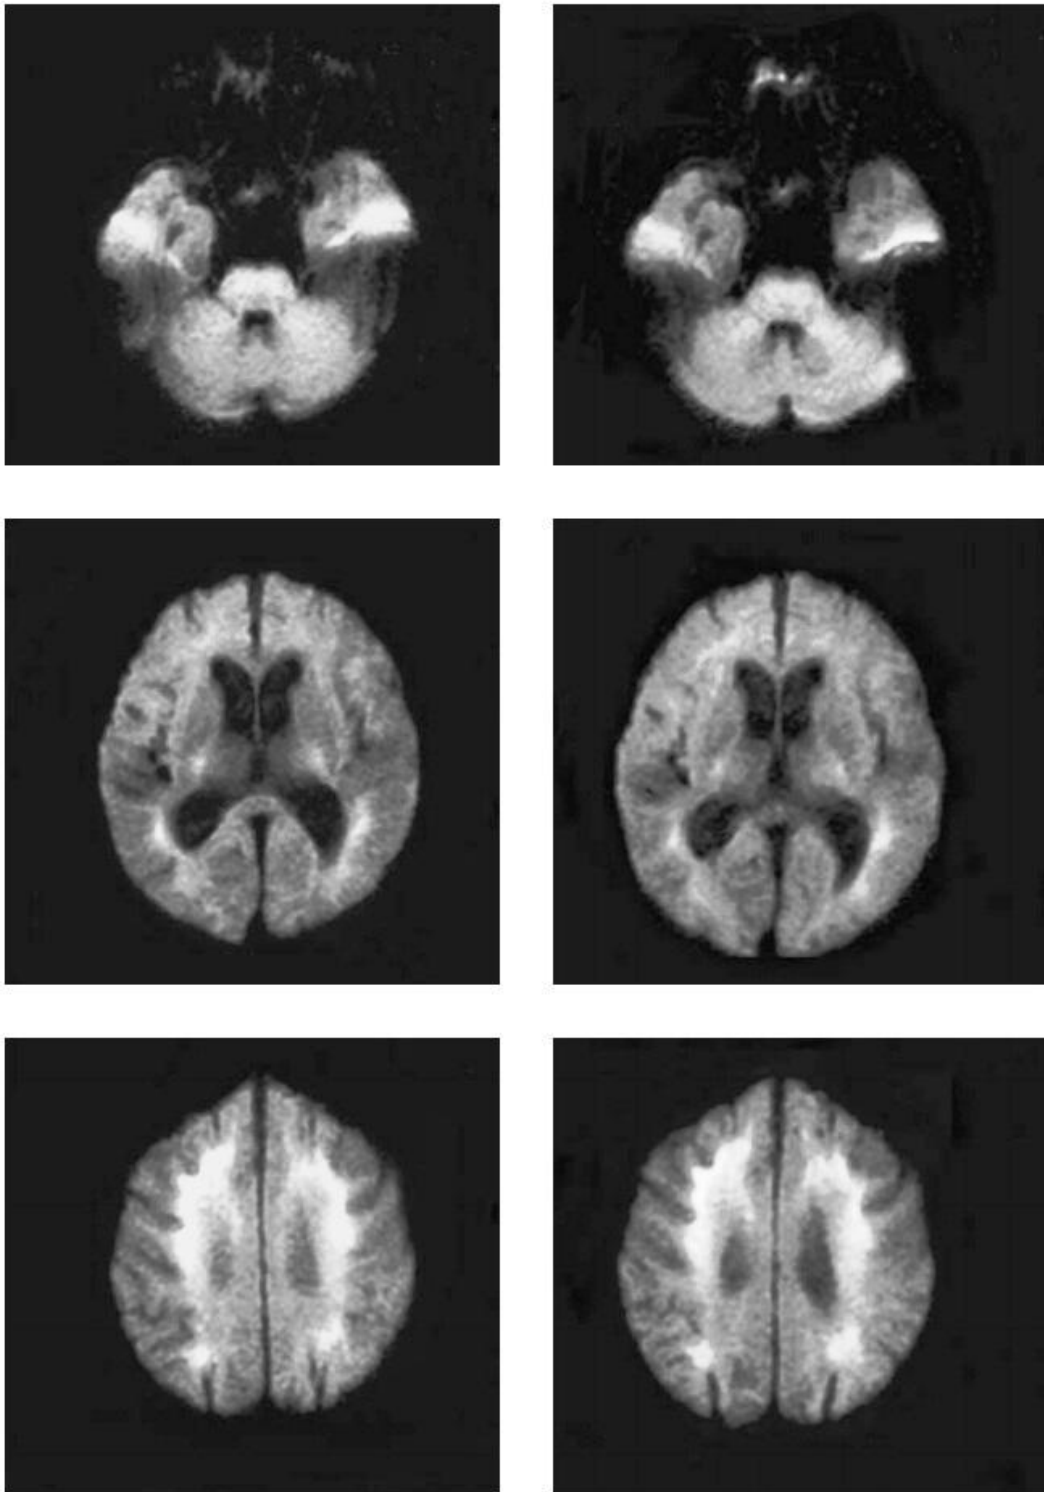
IRM cérébrale montrant des lésions bilatérales diffuses à haute intensité de la substance blanche à j8 de l'admission (gauche) et l'évolution des lésions à la 21ème semaine (droit).[117]
